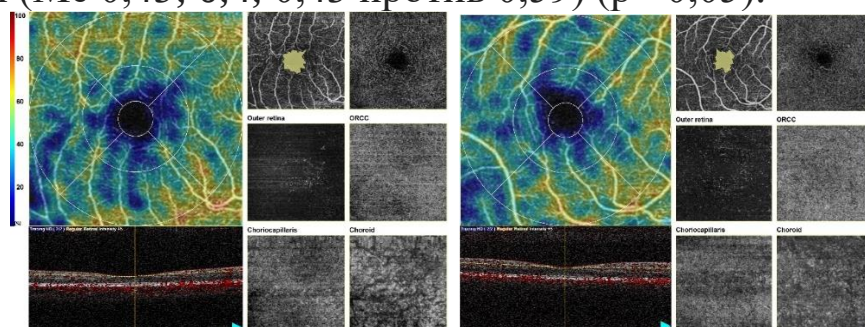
Ангиограммы ПКСС с зонами, лишенными капиллярной перфузии у пациентов с ХМЛ
